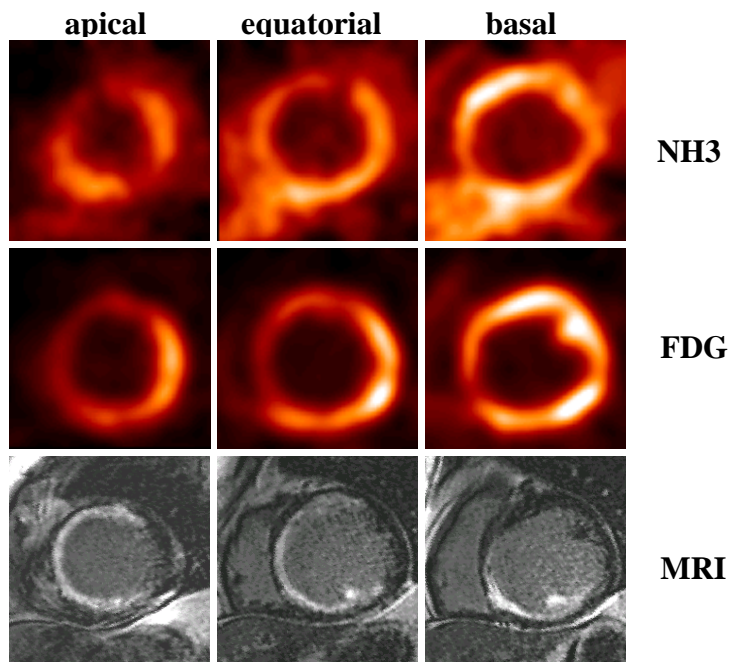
Vergleich von PET und MRT in 3 Kurzachsenschnitten (apikal, equatorial und basal) in einem Patienten. Oberste Reihe: PET. Myokardiale Ruheperfusion mit NH₃. Mittlerer Reihe: PET. Myokardialer Glukosestoffwechsel gemessen über FDG. Unterer Reihe MRT LGE-Technik.
